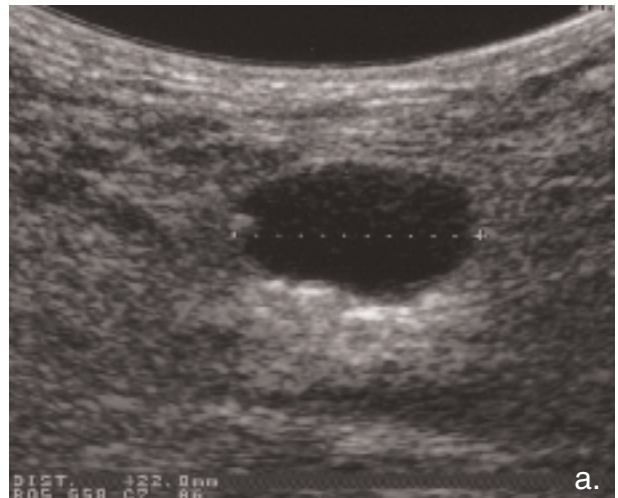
a. Aspect échographique du pseudo-anévrisme avant compression, la lumière anéchogène traduit une structure liquide.
